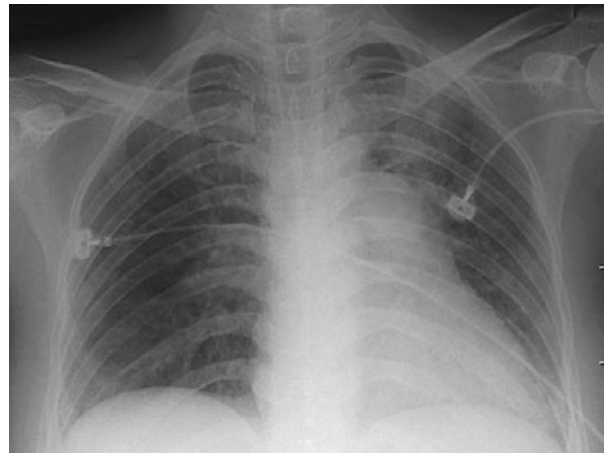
Chest PA radiograph on admission shows mild cardiomegaly with a prominent pulmonary conus and suspicious hazy mottled infiltration in the left lung field, especially the left upper lobe.
